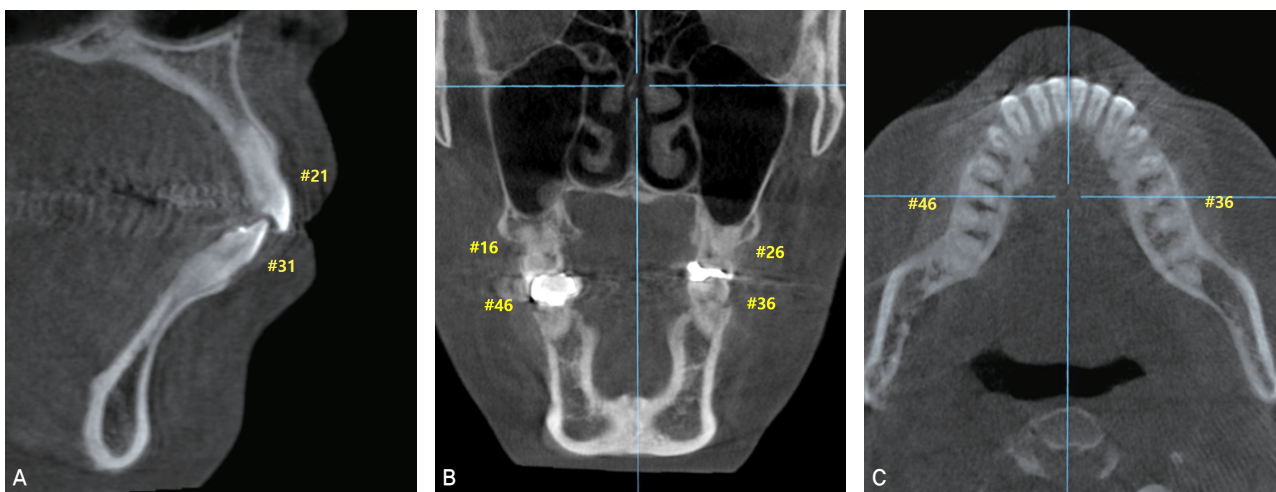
8-year retention cone-beam computed tomography (CBCT) images. A, Sagittal view at level of central incisors. B, Coronal view at level of first molars. C, Axial view at level of the mandibular first molars.
